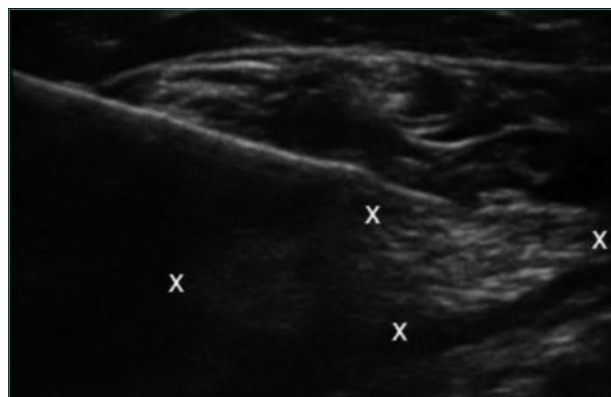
Imagen ultrasonográfica del neuroma durante la infiltración.
